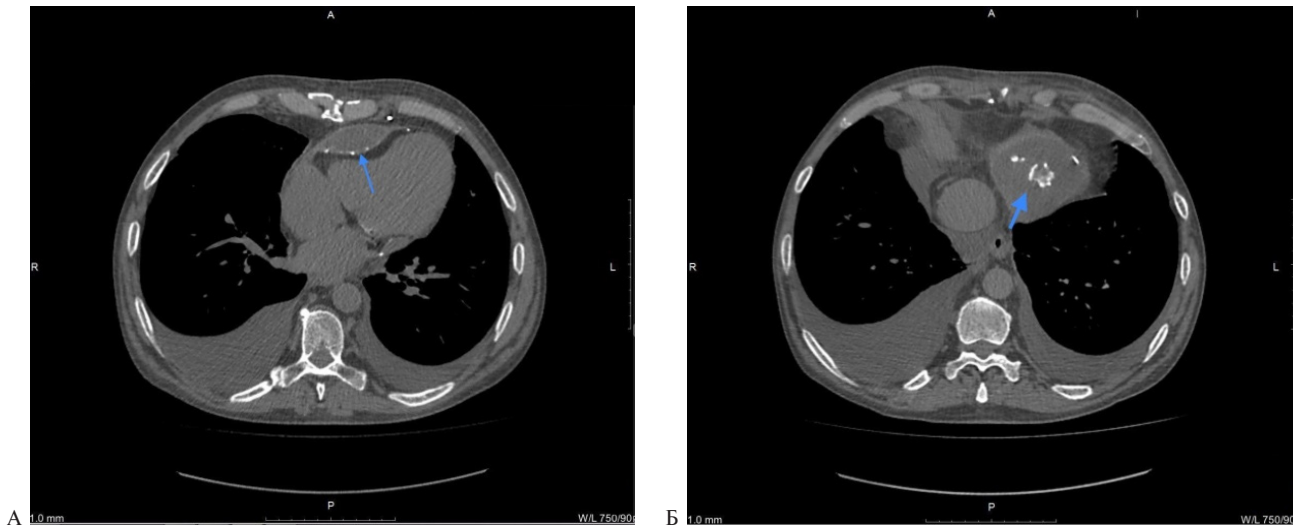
(А и Б) КТ в режиме мягкие ткани (аксиальный срез). Стрелкой выделены участки кальцификации миокарда в области ПЖ. Примечание: КТ — компьютерная томография, ПЖ — правый желудочек.
